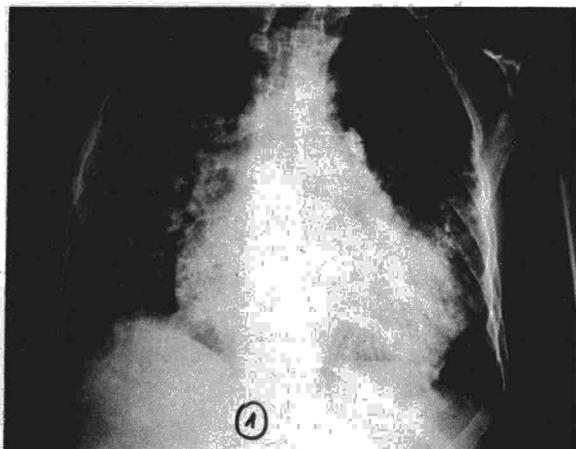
Radiografía de tórax de la paciente en proyección postero-anterior.
